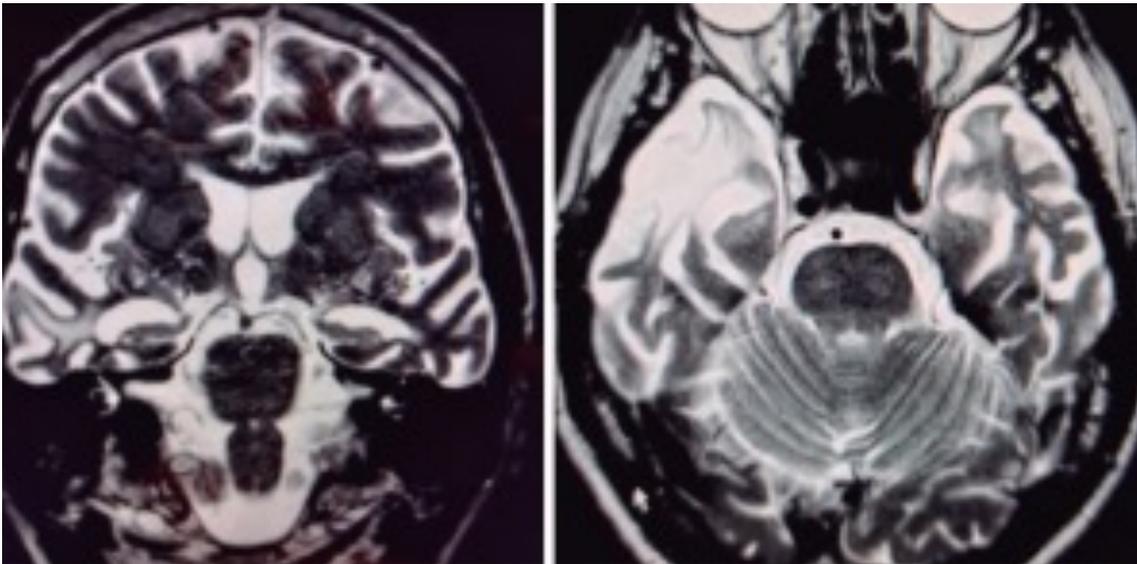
Resonancia magnética del cerebro en secuencia T2 de un paciente de 69 años con notable irritabilidad y alteraciones del comportamiento. A. Imagen en corte coronal que muestra una pronunciada atrofia temporal derecha, con aspecto de ‘hoja de cuchillo’. B. Imagen. Fuente: Labos E, Bavec C, Cristalli D. *Vertex Rev Arg Psiquiatr.* (2023)(14).
